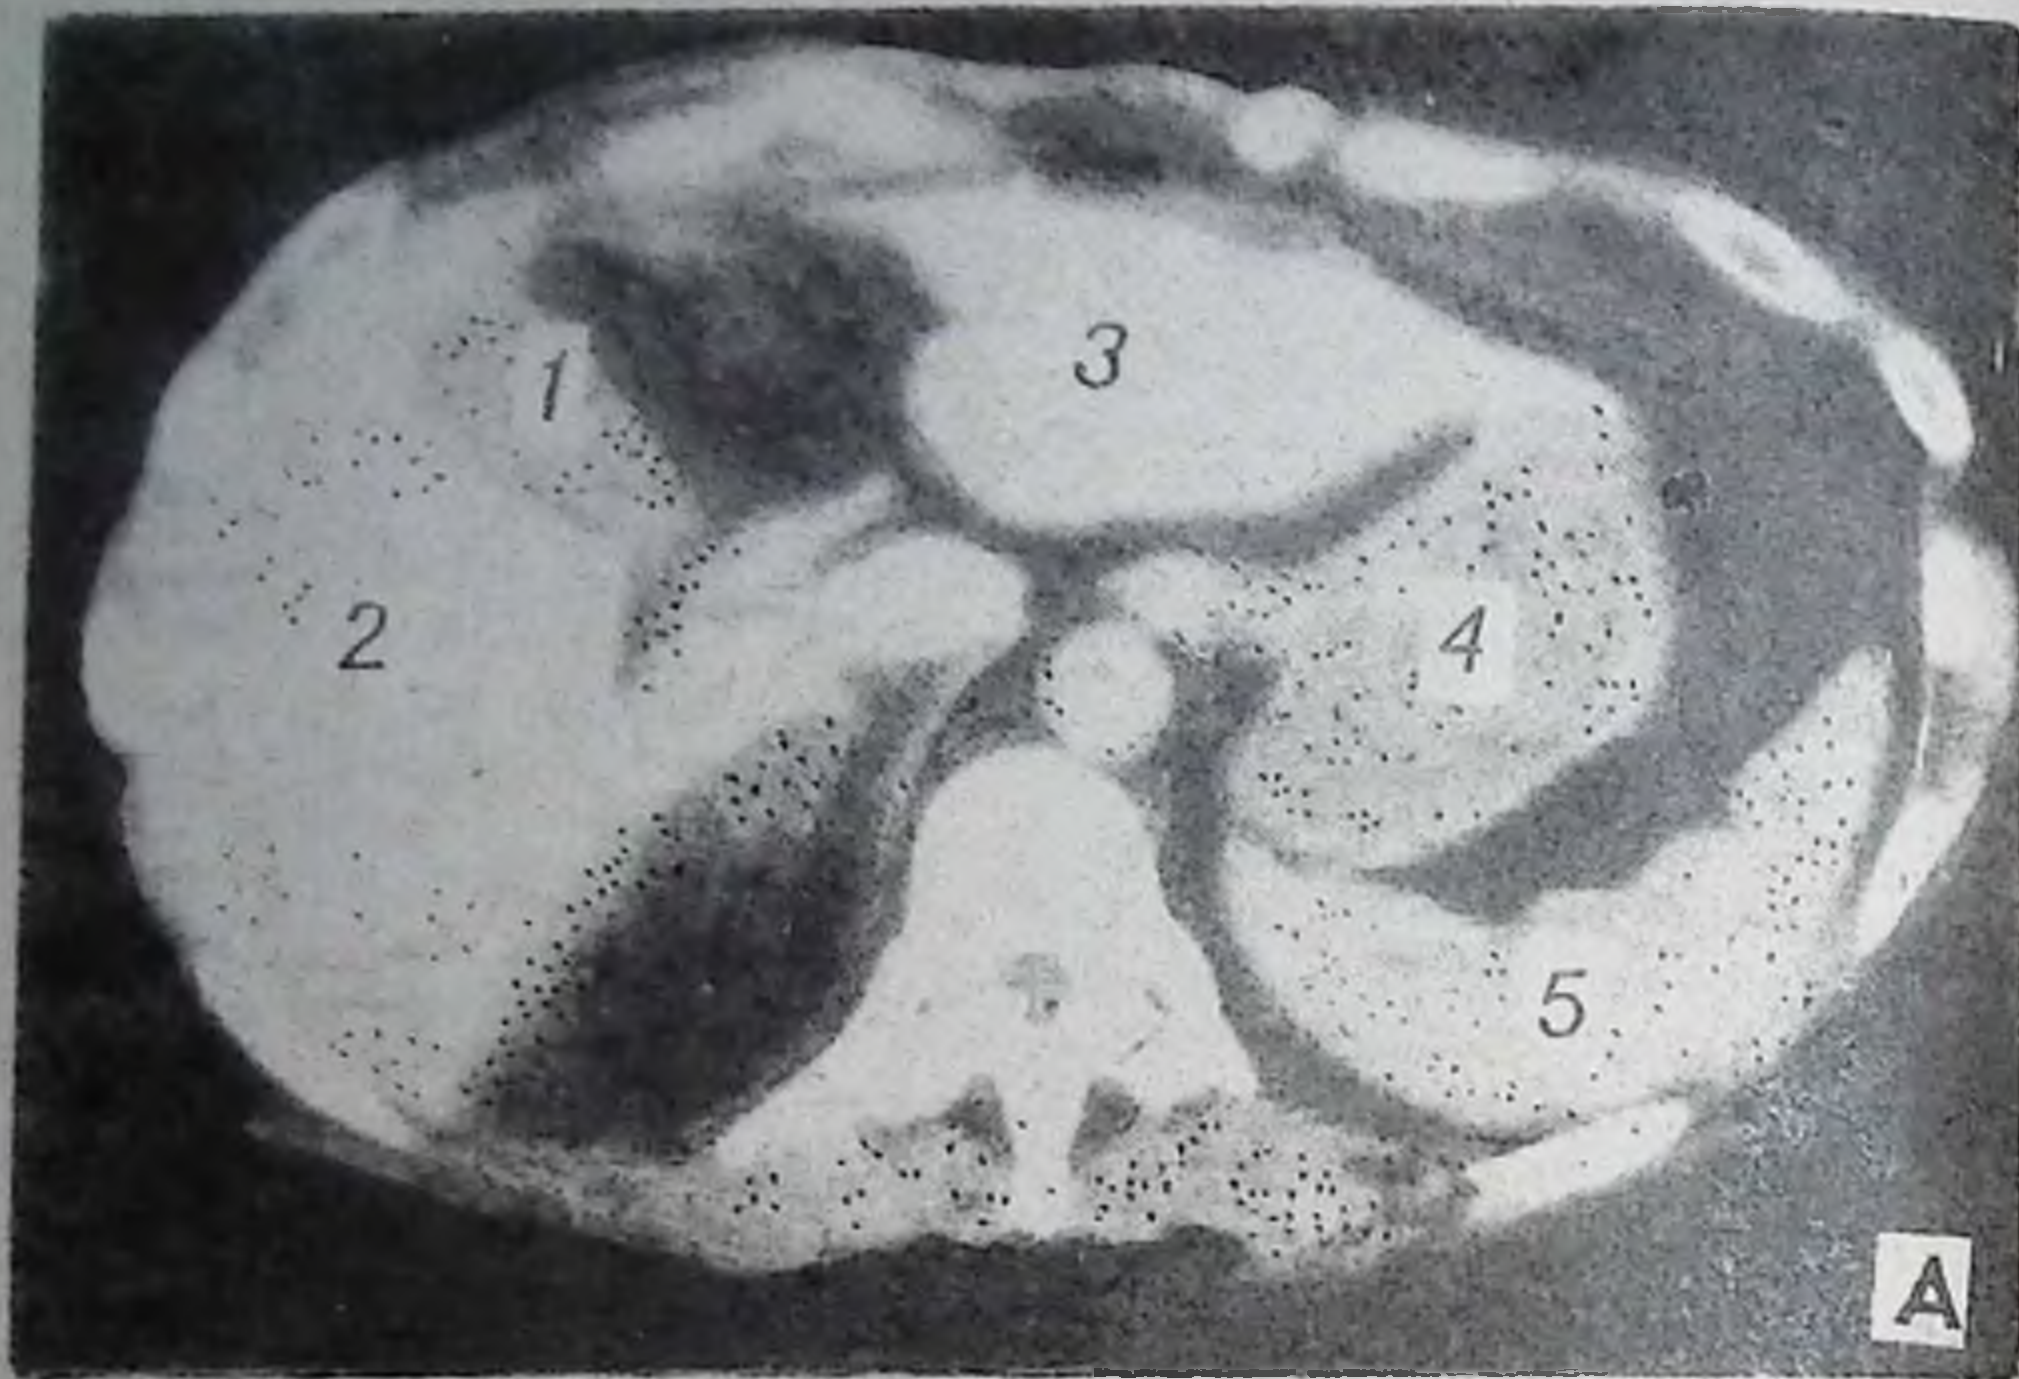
А — компьютерная томограмма желчного пузыря:
